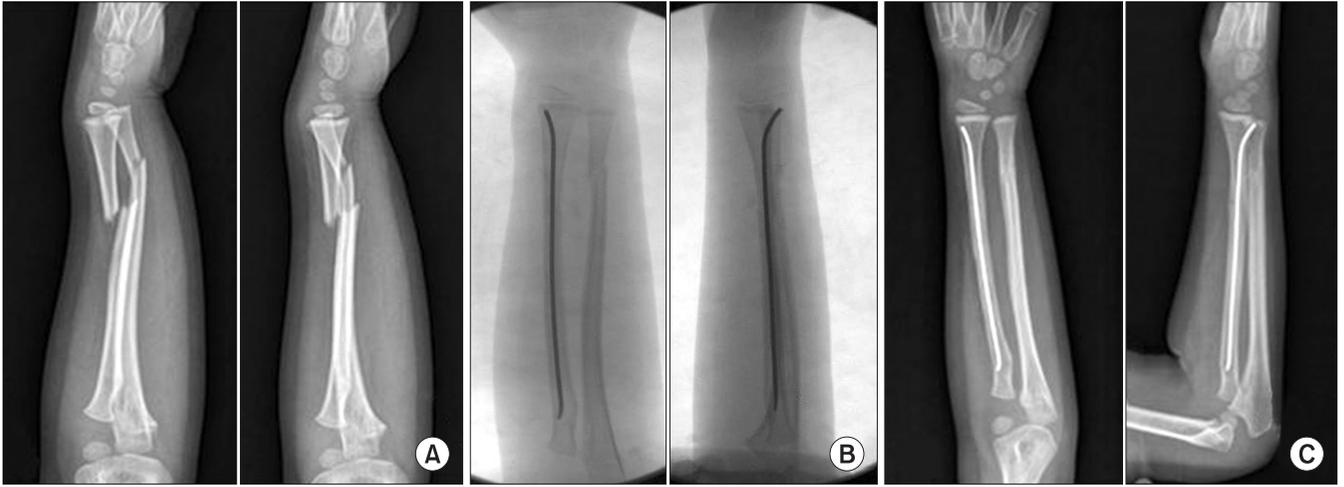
Fixation principle I: The more displaced bone was fixated. (A) Preoperative radiograph of a 12-year-old girl shows the radius was more displaced. (B) Intraoperative fluoroscopy shows the radius was fixated, as it was more displaced. The alignment of the ulna and its stability were maintained after single bone intramedullary fixation of the radius. (C) Final radiograph shows the alignment of both forearm bones was well maintained until bony union was achieved.
